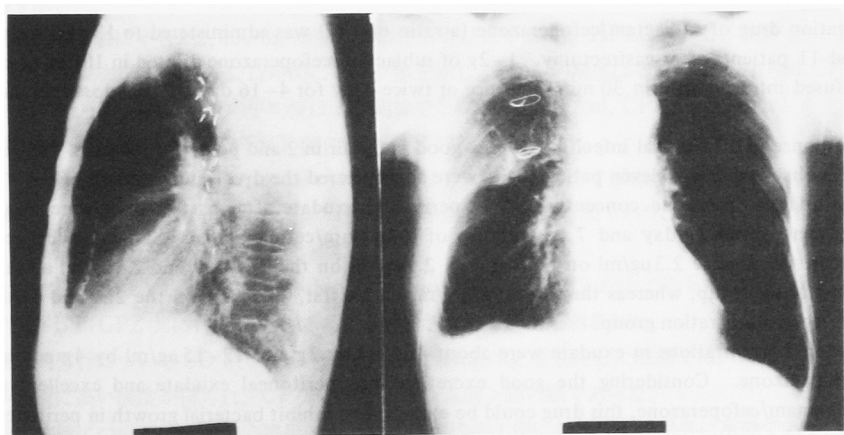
Chest x-ray findings of case 2 (after therapy)
